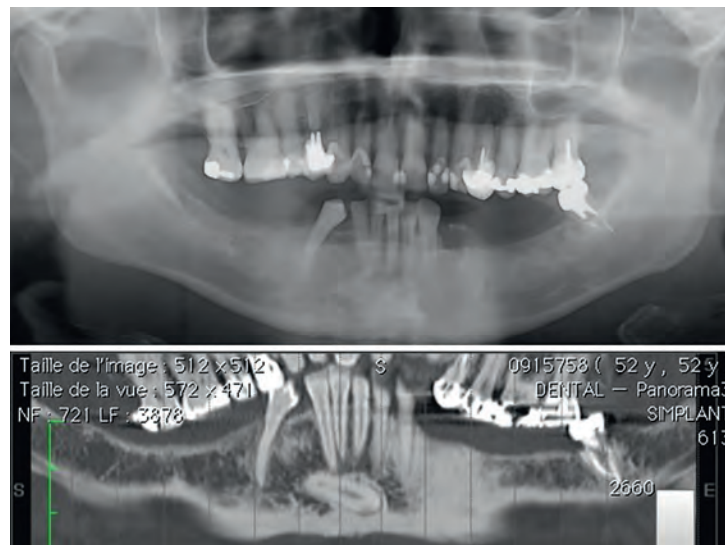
L'orthopantomogramme est une coupe tomographique. Par conséquent, une dent qui est hors de ce plan de coupe n'est pas visible sur le cliché. Sur le panoramique ici, la canine incluse mandibulaire peut passer inaperçue. L'apport du CBCT confirme la présence sans appel d'une canine ectopique. En outre, les rapports avec les incisives mandibulaires et les corticales peuvent être précisés³⁸.
